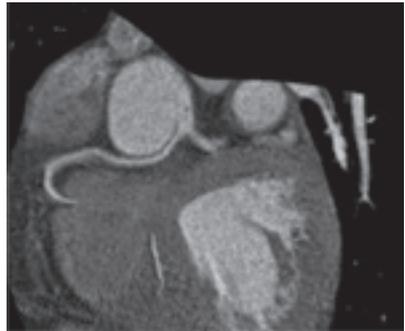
Angio TAC en el que se observa origen anómalo de coronaria derecha pasando entre aorta y pulmonar(trayecto interarterial)
